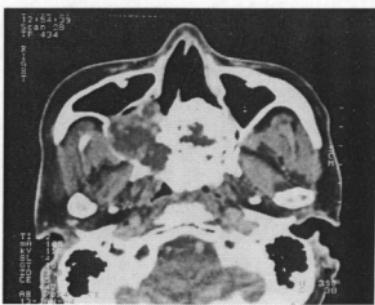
Axial CT scan shows inhomogenous mass involving right nasal cavity and maxillary sinus with post. wall destruction. Calcified mass extends to post. of nasal septum.
